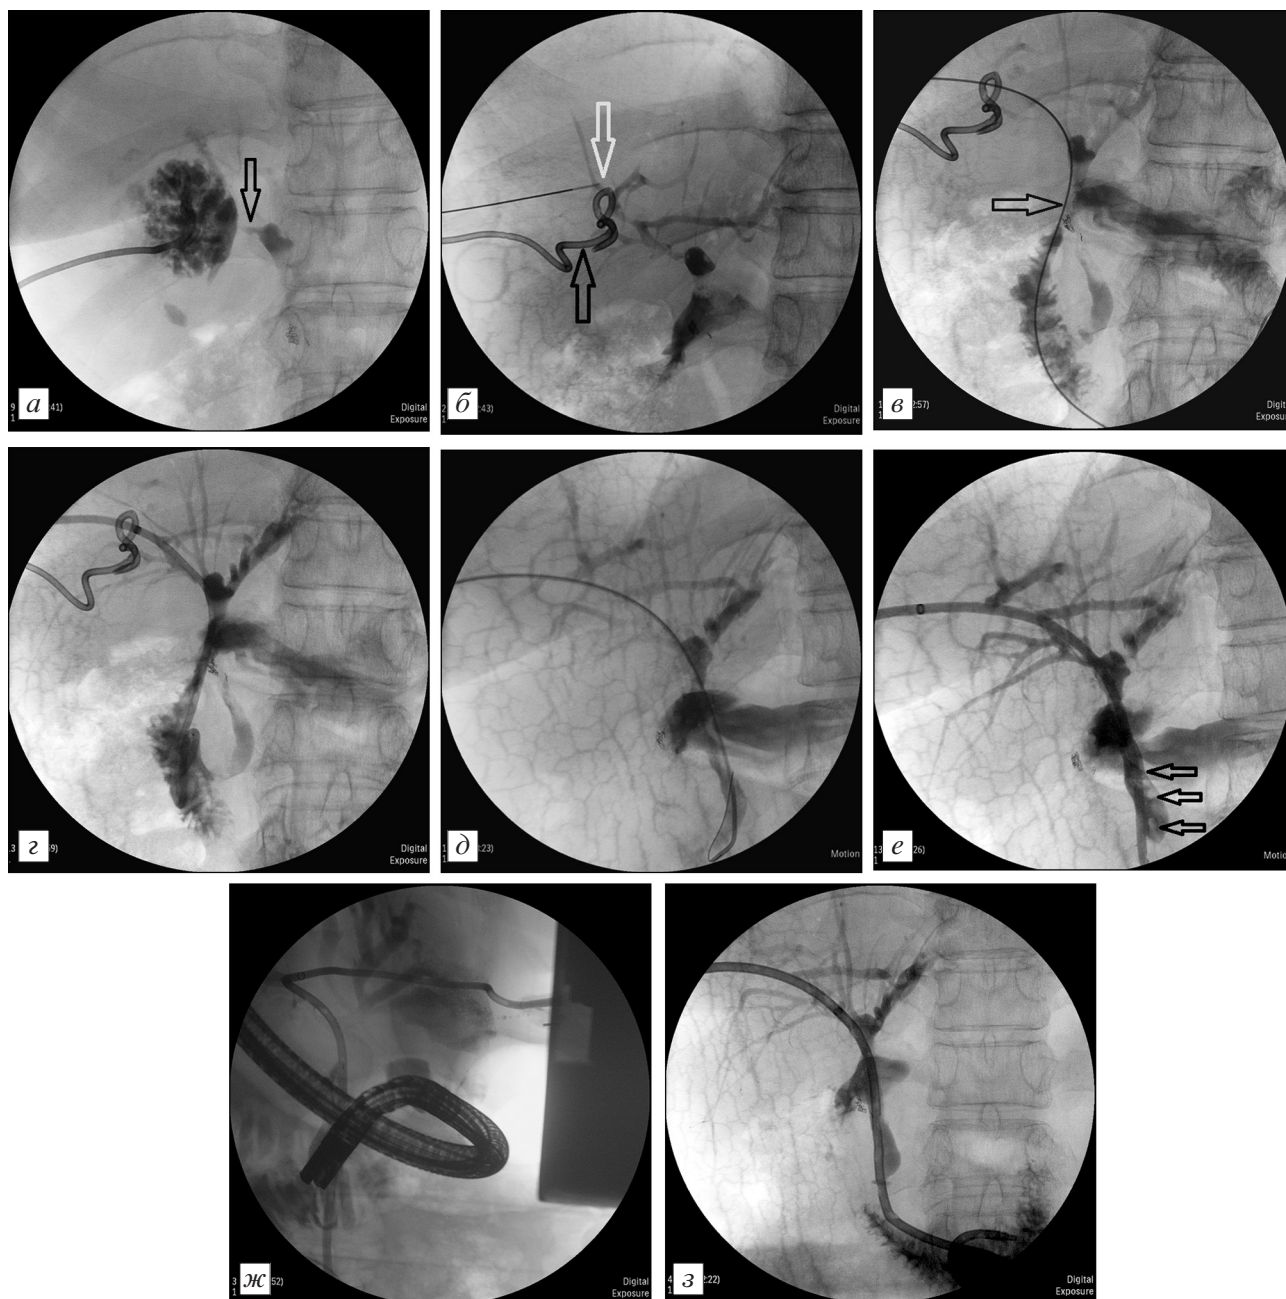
Рентгенограммы с контрастированием той же больной.
